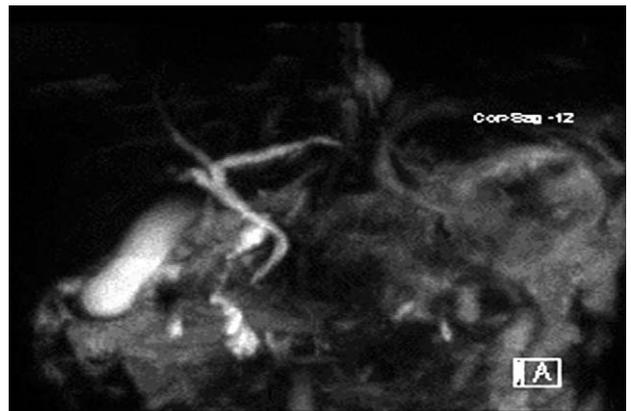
A magnetic resonance cholangiopancreaticography for detecting pancreatic duct injury. Pancreatic duct was invisible because pancreas was edematous or the duct was damaged.
